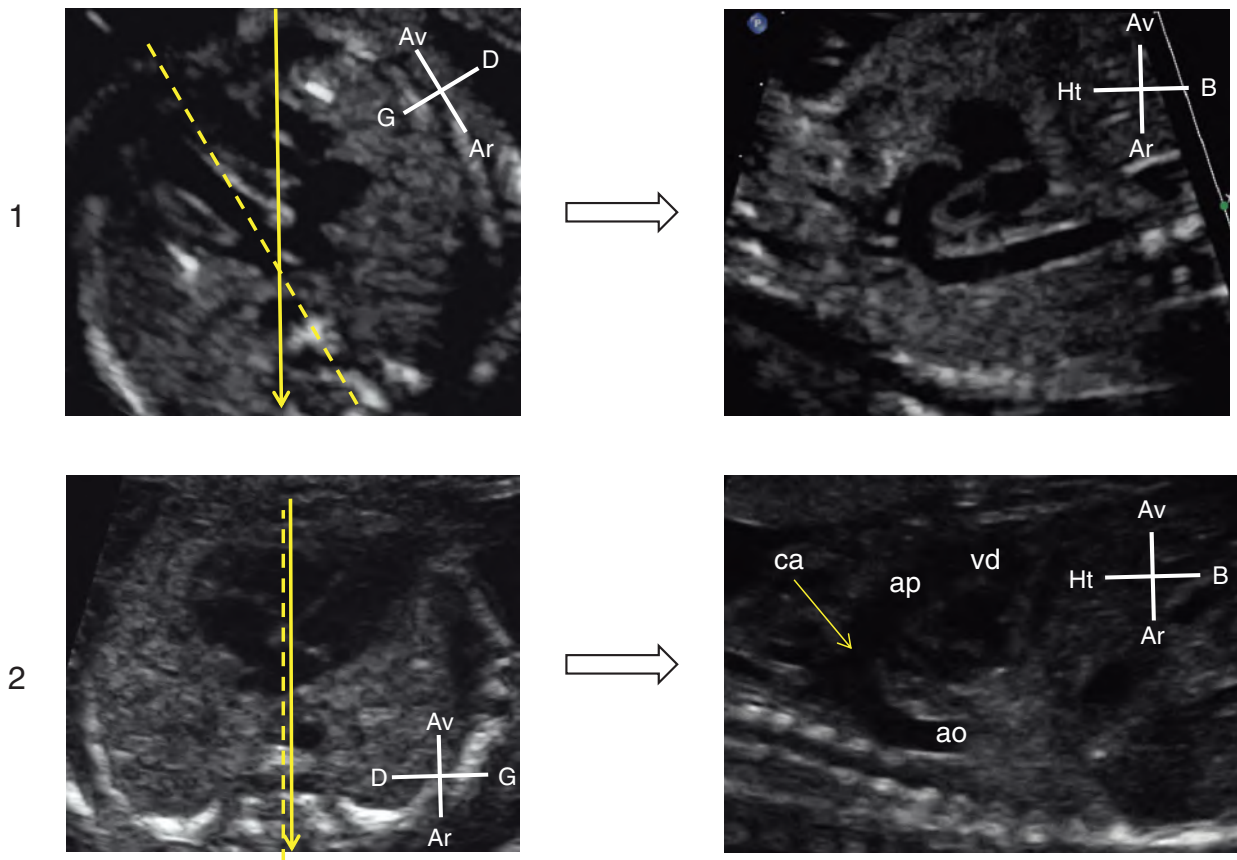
Deux exemples de la technique d'orientation de la coupe transverse afin d'obtenir la crosse de l'aorte ou la crosse du canal artériel en incidences sagittales ou parasagittales. Les lignes discontinues représentent l'axe antéropostérieur du thorax, les flèches indiquent l'axe de la sonde d'échographie. En 1, en coupe transverse, l'axe du transducteur se dirige de la région parasternale droite vers la région paravertébrale gauche, cette orientation correspond à celle de la crosse de l'aorte. Une rotation de 90° de la sonde permet d'obtenir une coupe de la crosse aortique (voir fig.12.18). En 2, en coupe transverse l'axe du transducteur traverse les régions parasternale et paravertébrale gauches. Cette orientation correspond à celle de la crosse ductale. Une rotation de 90° permet d'obtenir la coupe sagittale de la crosse du canal artériel. ca : canal artériel; ap : artère pulmonaire; vd : ventricule droit; ao : aorte.
